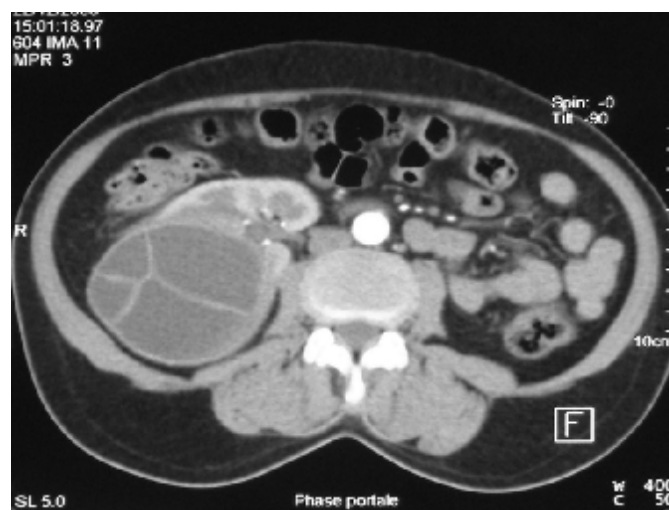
Coupe transversale d'une TDM montrant un kyste multicloisonné du rein droit.
